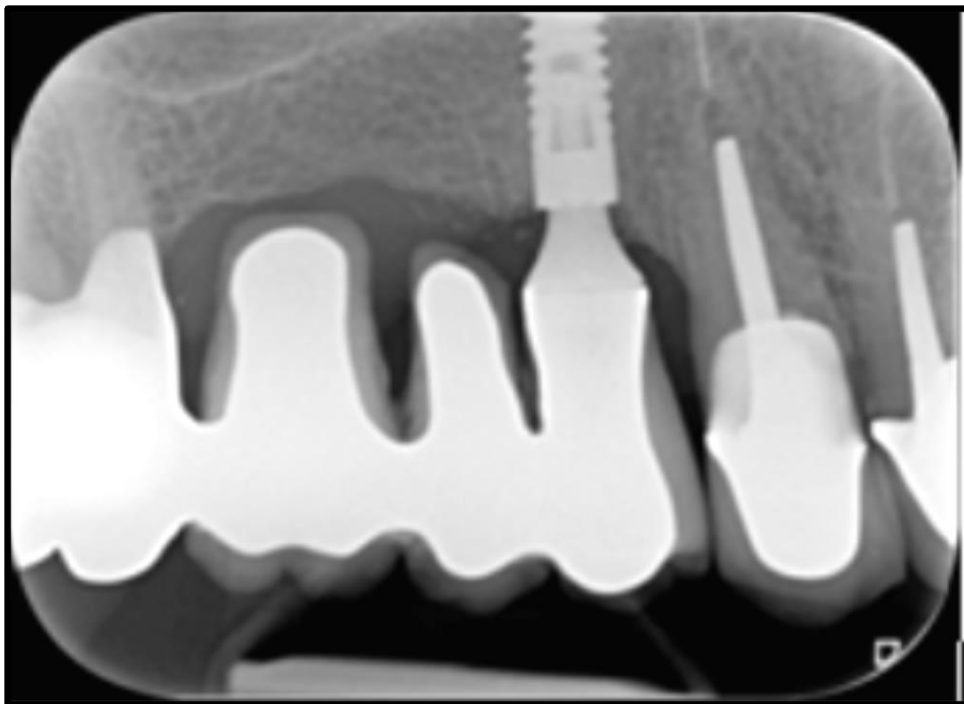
Bridge dento-implanto-porté de 14 à 17, ayant pour pilier naturel 17, et pour pilier implantaire 14 (courtoisie Radiographie Dr J. Liberman).
